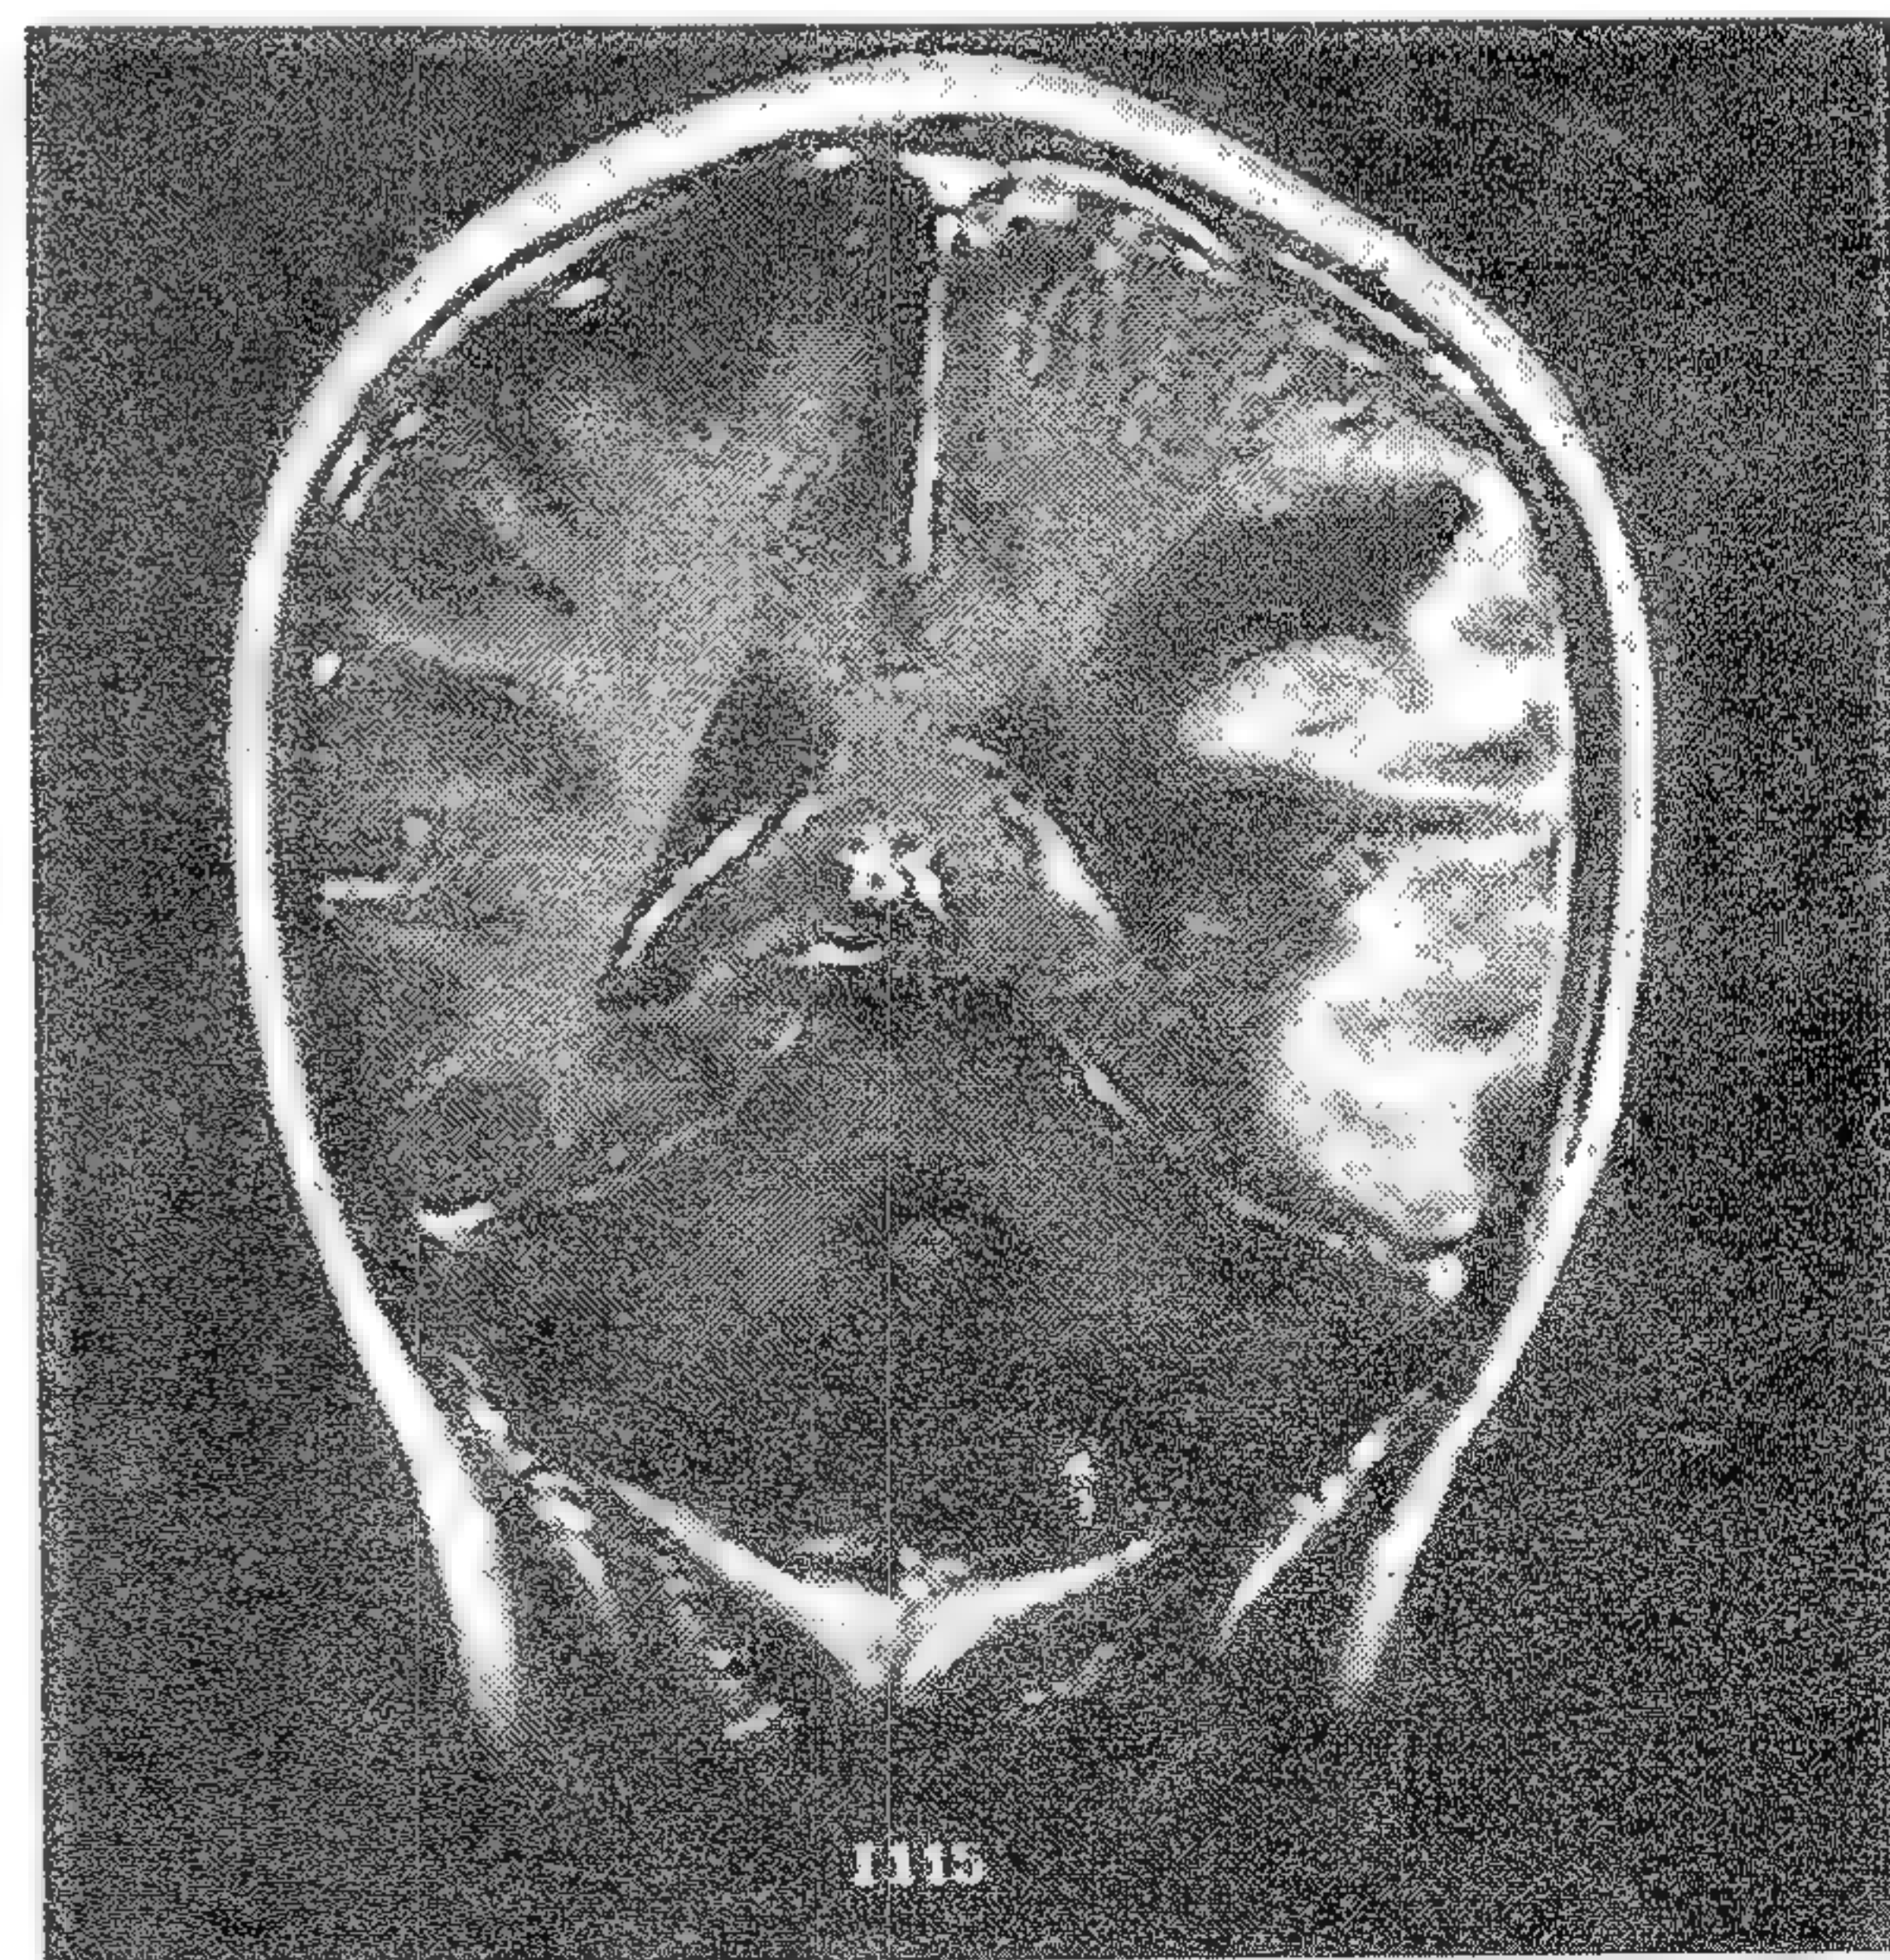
RMN coronală contrastată cu gadolinium care arată o tumoare emisferică întinsă înconjurată de edem cerebral și cu infiltrare meningeală.
